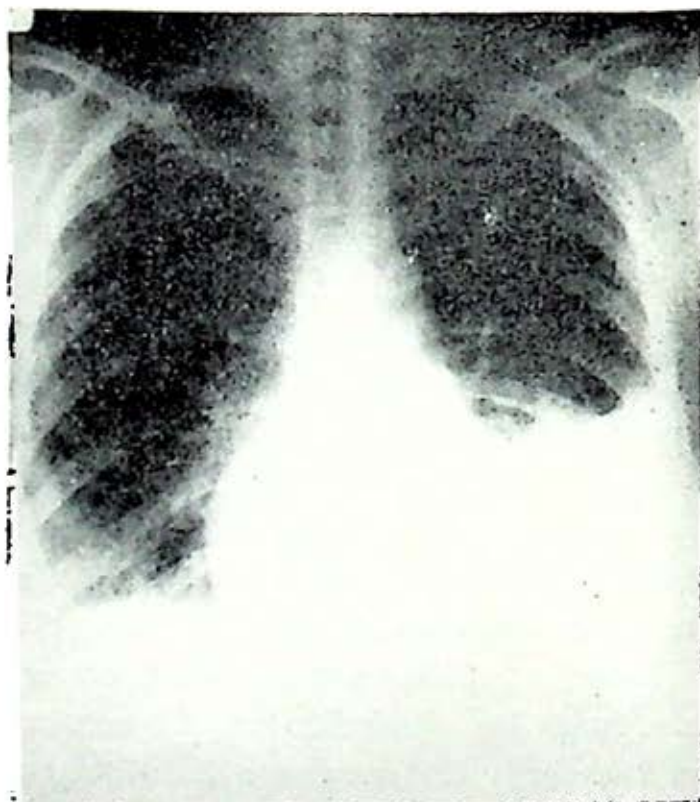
Telerradiografía de tórax, P. A. de una persona del sexo femenino, con imagen de derrame pleural izquierdo. Se hizo fibrobroncoscopia transpleural y se tomaron muestras de líquido y biopsias múltiples.
